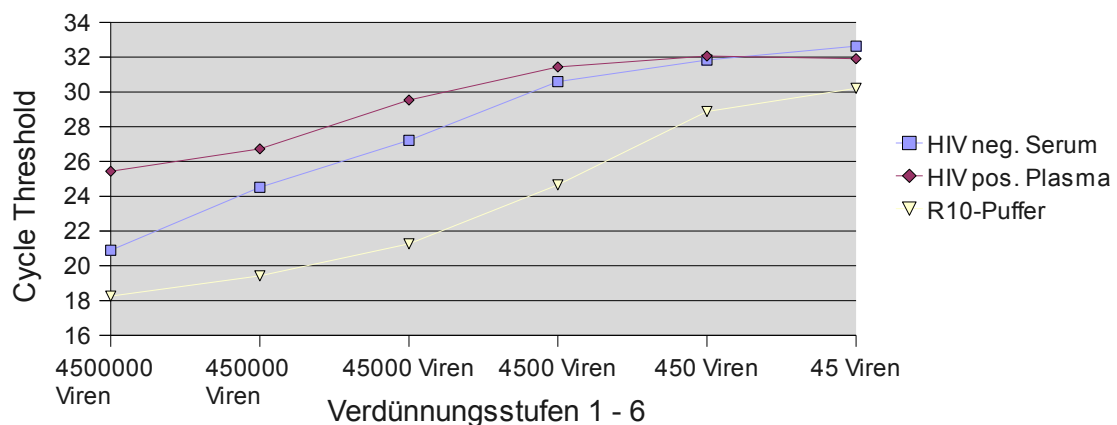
Anti-HLA-DR+DP+DQ Bindungsassay: Vergleich der RT-Aktivität anhand des CT in R10-Puffer, in HIV negativem Serum, in HIV positivem Plasma
